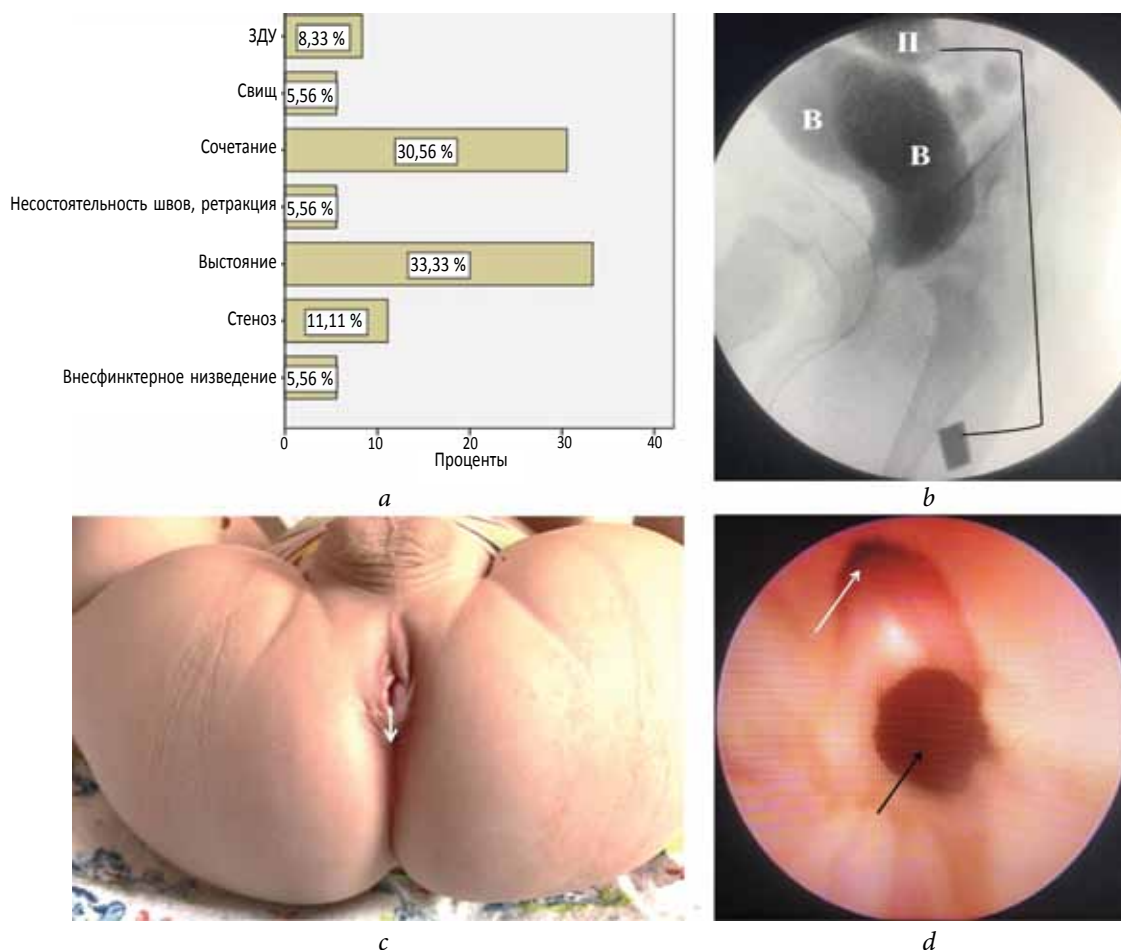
Осложнения после аноректопластики: *a* — структура осложнений ($n = 38$). ЗДУ — задний дивертикул уретры; *b* — дистальная сигмостомография пациентки с клоакой (в мочевой пузырь заведен катетер). П — прямая кишка, выпадающая в матку; В — удвоенное влагалище; скобкой отмечено расстояние от прямой кишки до анальной метки; *c* — внесфинктерное низведение прямой кишки (передняя послеоперационная эктопия анауса). Белой стрелкой обозначено место должноствующего анауса, учитывая расположение волокон наружного сфинктера при миоидентификации; *d* — цистоуретроскопия пациента после хирургической коррекции АРМ с ректоуретральным свищом. Белой стрелкой показан вход в мочевой пузырь, черной стрелкой — широкий задний дивертикул уретры (культя прямой кишки)
